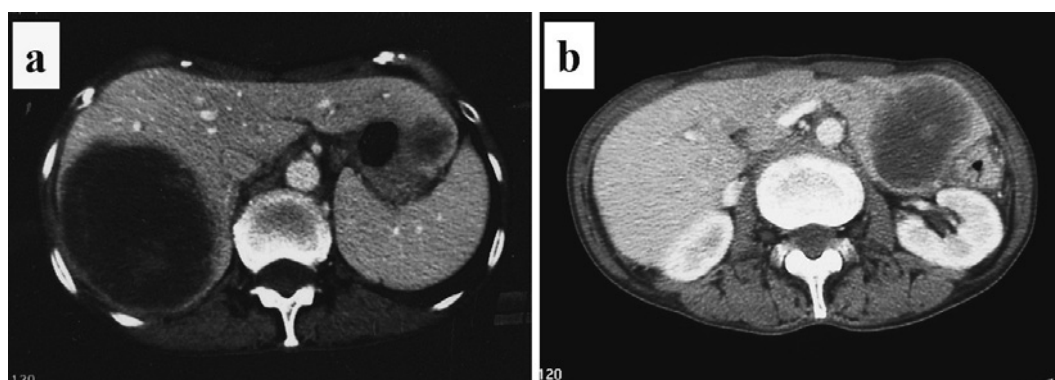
Abdominal enhanced CT:
